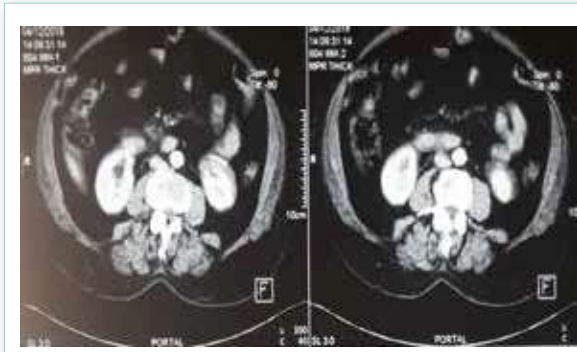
TDM abdomino-pelvien
